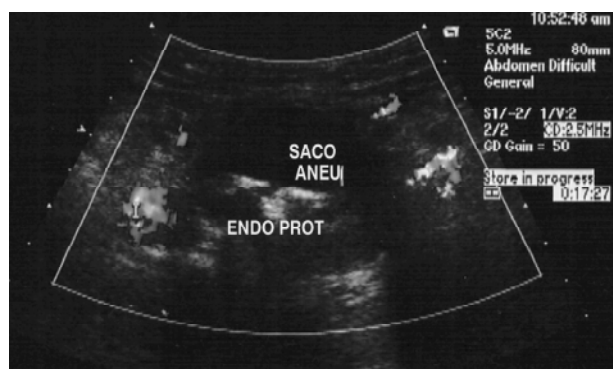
Eco-Doppler colorido intra-operatório com perviedade das artérias renais e hipogástricas, não sendo detectados *endoleaks*
